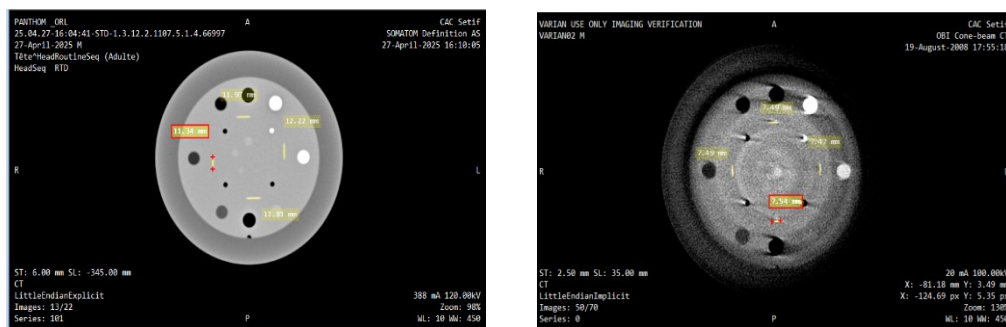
Évaluation comparative de la qualité d'image et de la précision de coupe entre le CT et le CBCT à l'aide d'un fantôme de contrôle qualité
